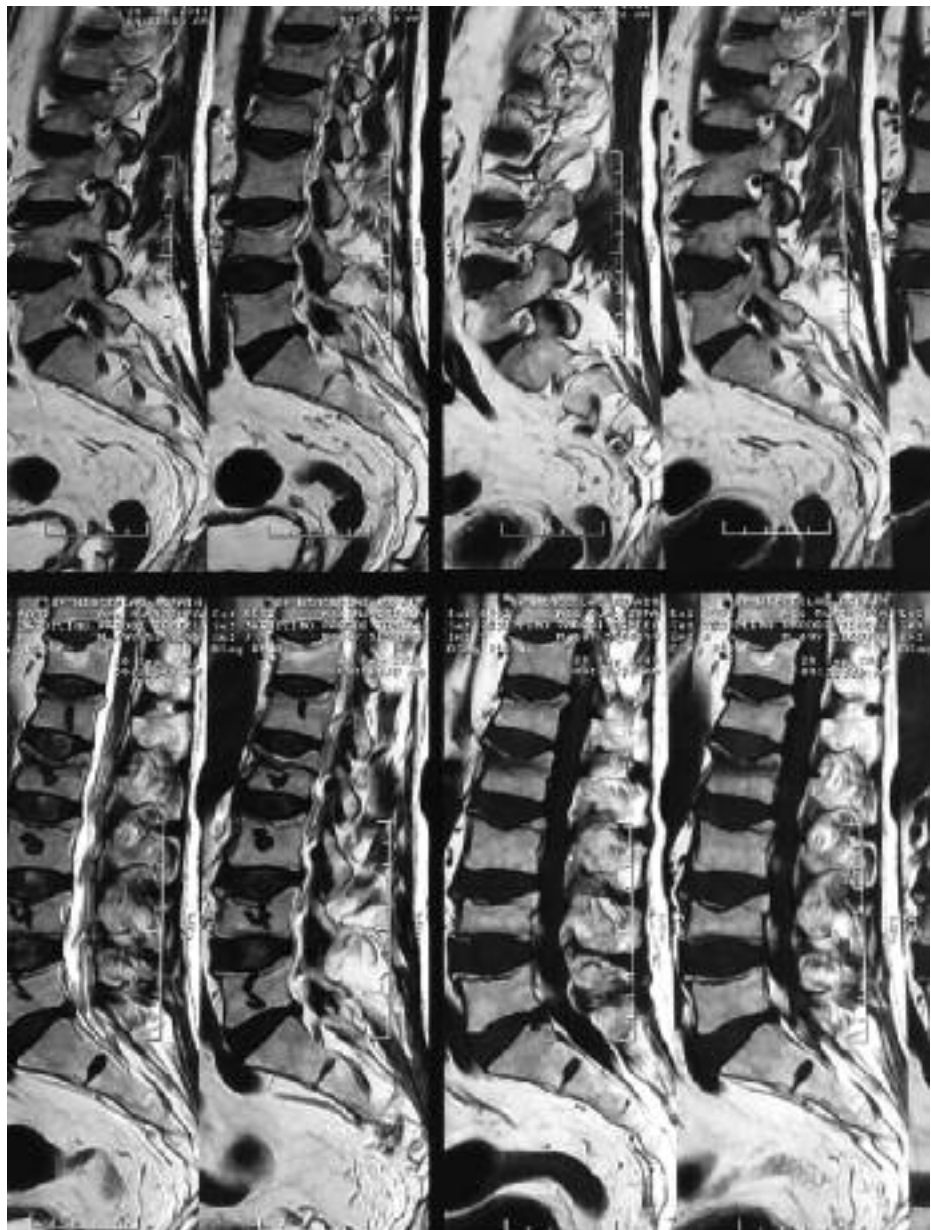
RMN de columna lumbar, cortes sagitales, secuencia T1, que evidencian múltiples fracturas por aplastamiento en columna lumbar.
